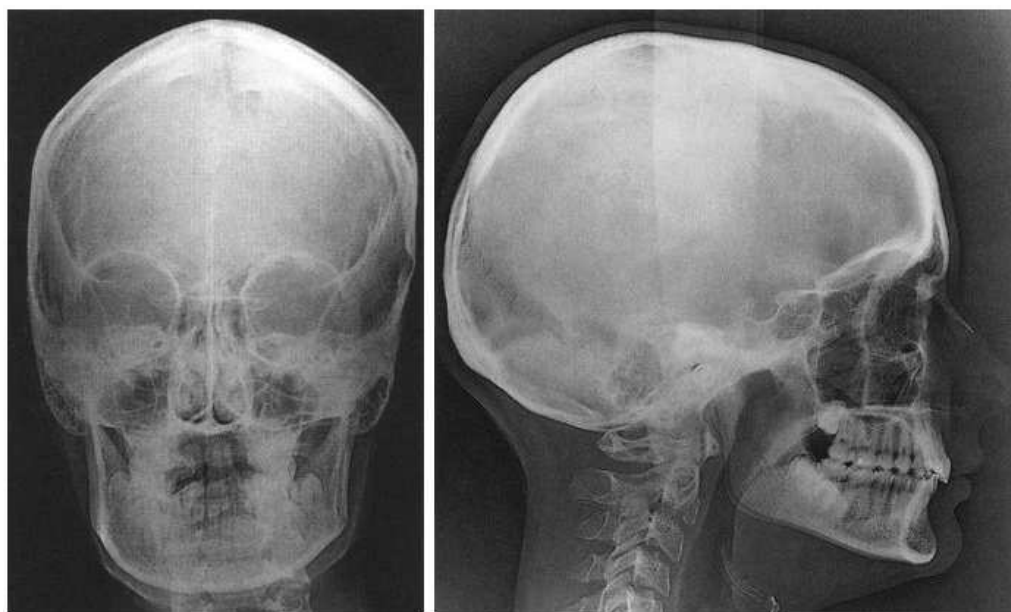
Téléradiographies de face et de profil. Source: Richter et al. (1998b)
